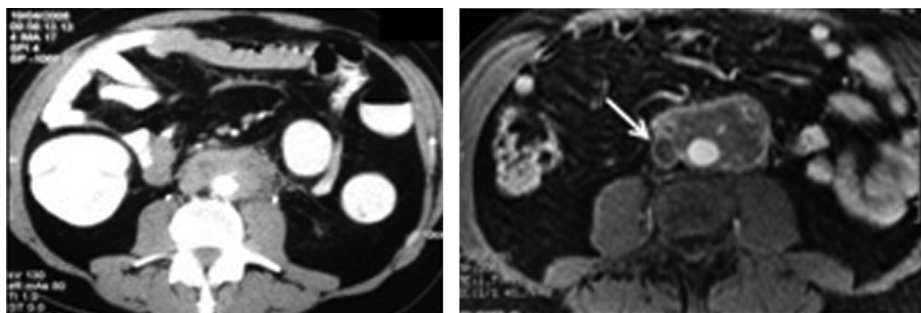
TDM montrant la FRP engainant les gros vaisseaux et l'IRM en pondération T1 avec injection de gadolinium confirme la thrombose de la VCI (flèche).
